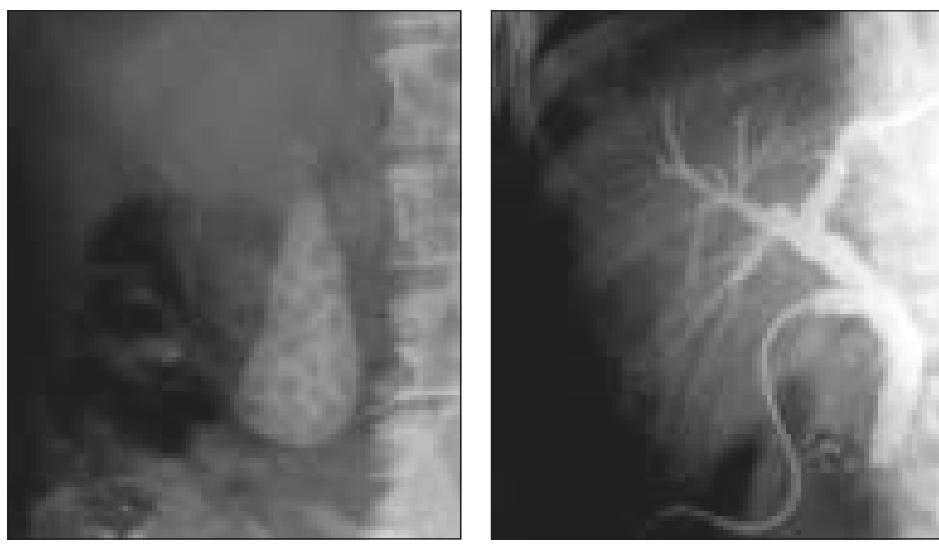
Рентгенограми жовчного міхура і жовчних шляхів: а) рентгенограма жовчного міхура (холецистографія), камені жовчного міхура; б) рентгенограма жовчних шляхів (холангіографія), камінь кінцевого відділу загальної жовчної протоки.
